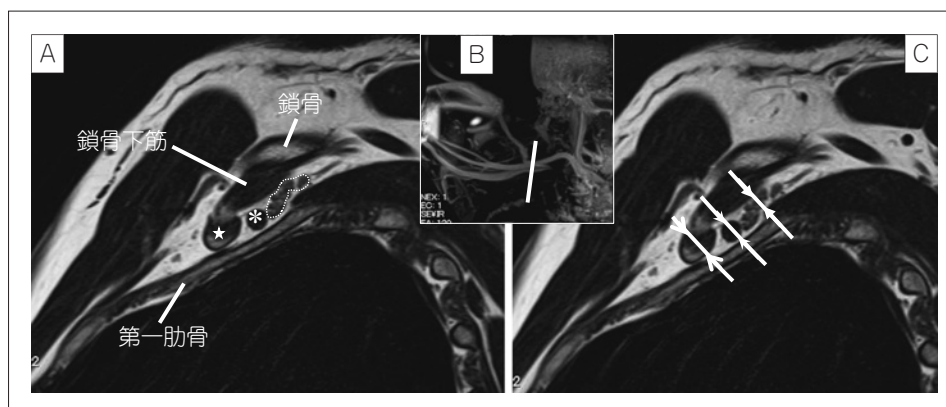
A:(★); 鎖骨下静脈, (\*) ; 鎖骨下動脈, (dot line); 神経束. B: MRI-MIP 画像スカウトビュー. C: 鎖骨下動静脈と神経束の直径計測.
